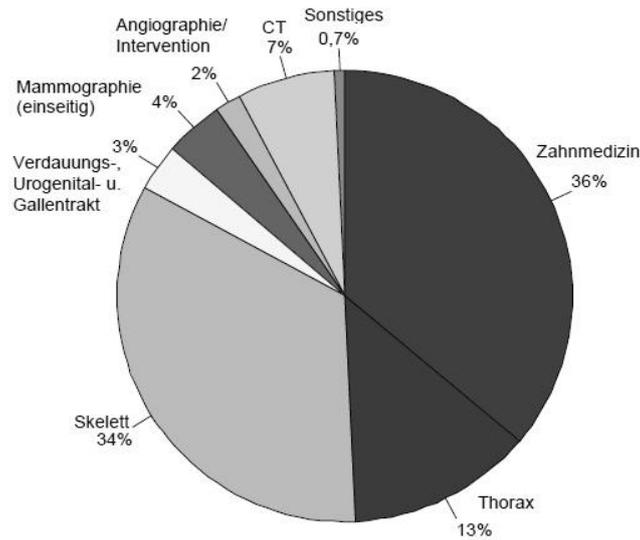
Prozentualer Anteil unterschiedlicher Untersuchungsarten an der Gesamthäufigkeit für das Jahr 2005. Aus: Bundesamt für Strahlenschutz. Jahresbericht 2007. Strahlenbelastung beim Röntgen: Die Rolle der so genannten Teilgebietsradiologie in Deutschland. Zugriff am 10.01.2009 unter http://www.bfs.de/de/bfs/druck/jahresberichte/jb2007_komplett.pdf
